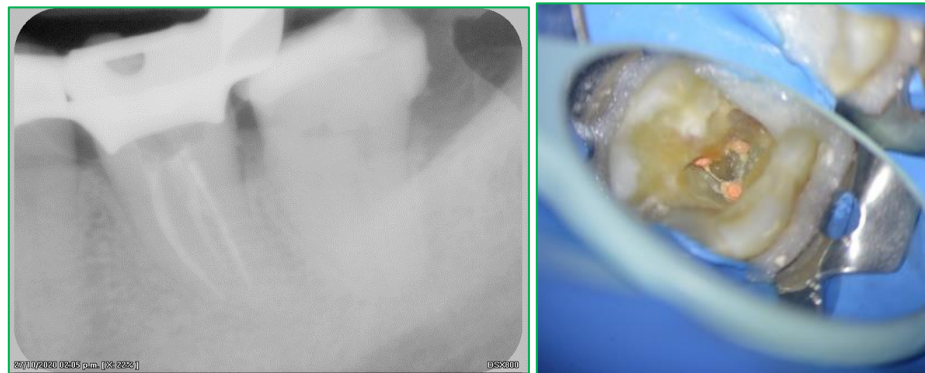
RADIOGRAFÍA FINAL Y FOTOGRAFÍA FINAL DE OBTURACIÓN.
